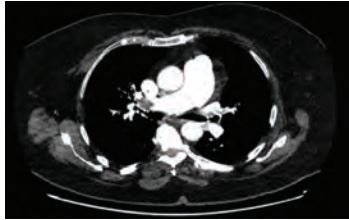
Control contrast enhanced tomography showing decrease in dimensions of the thrombus in the right pulmonary artery.
